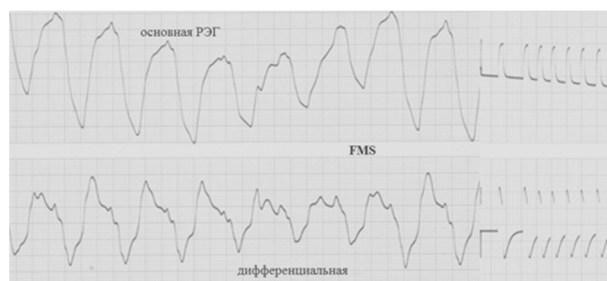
Признаки первичной церебральной гиперперфузии у пациента, перенесшего остановку сердца, через 7-8 минут после прекращения массажа сердца. Дрейф линии базового импеданса обусловлен проведением ИВЛ.
